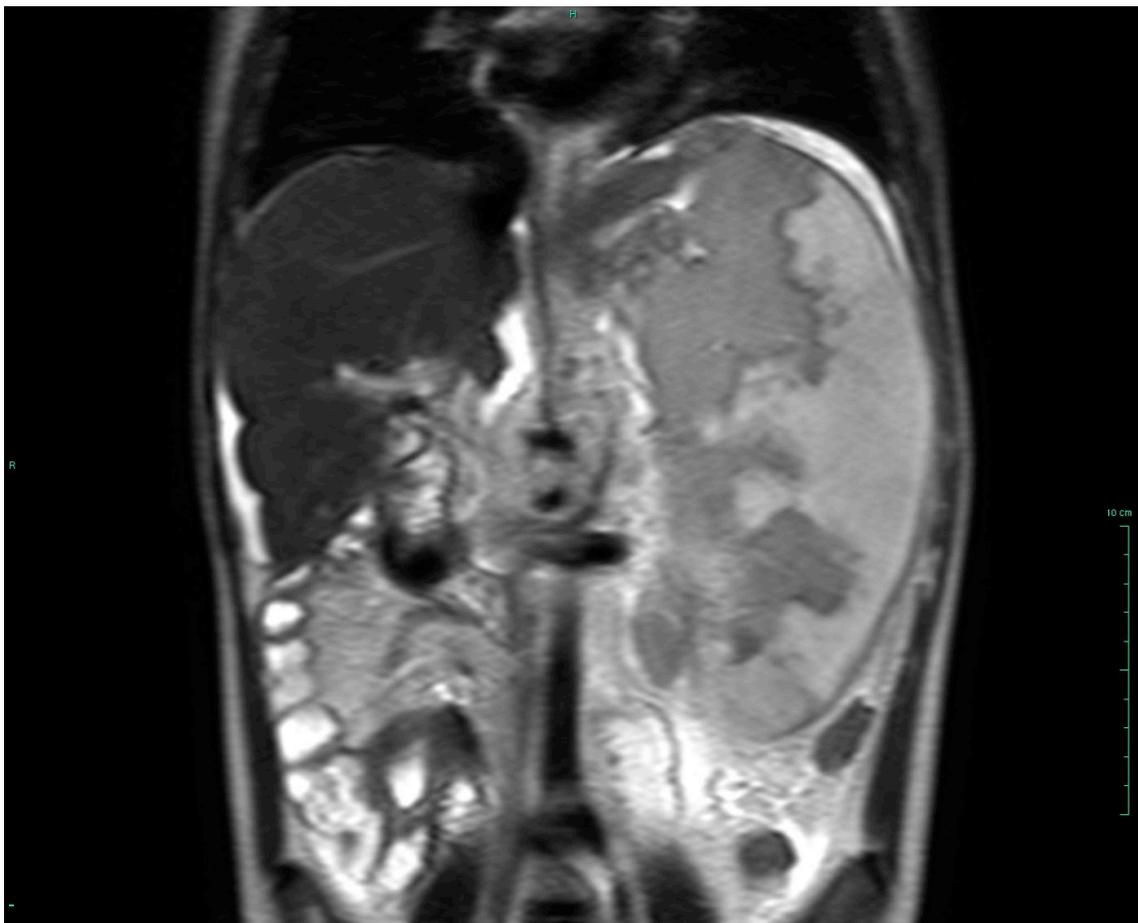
MRT des Abdomens, T2-gewichtet, in koronarer Schnittrichtung (dorsal). In der Milz lassen sich deutliche Densitätsunterschiede erkennen, wobei die hypointensen Areale dem vitalen Milzgewebe entsprechen. Nebenbefundlich kleiner subphrenischer und perihepatischer Erguss.
